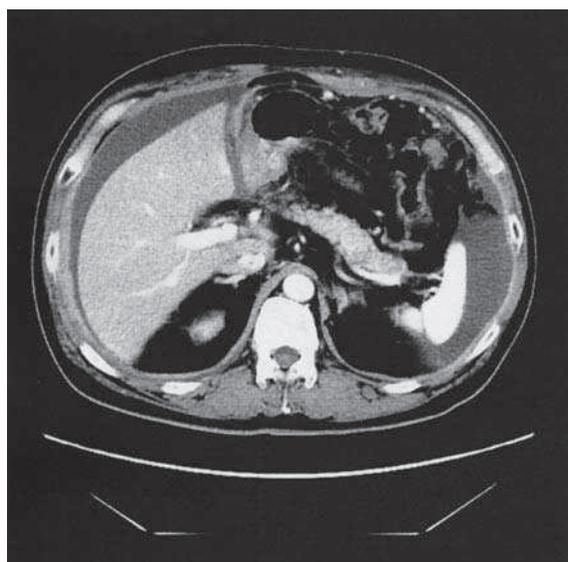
2回目入院時の腹部CTにて膵尾部に3.5cmの腫瘍を認めた(→)。
